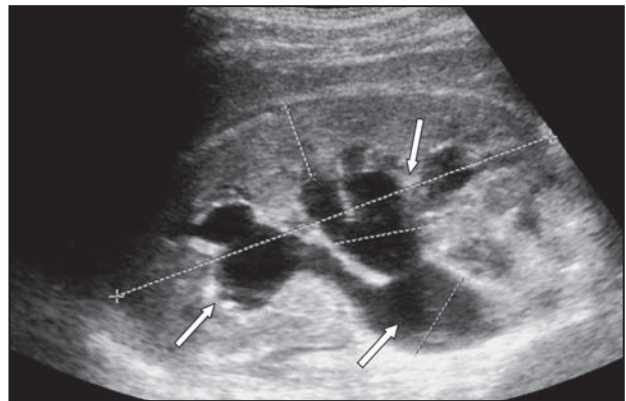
Ecografia renal que mostra hidronefrosi dreta (fletxes).
